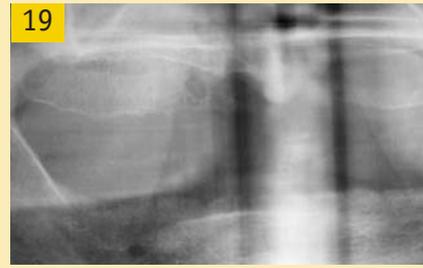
Radiographie panoramique : lésion d'allure kystique mal limitée.
